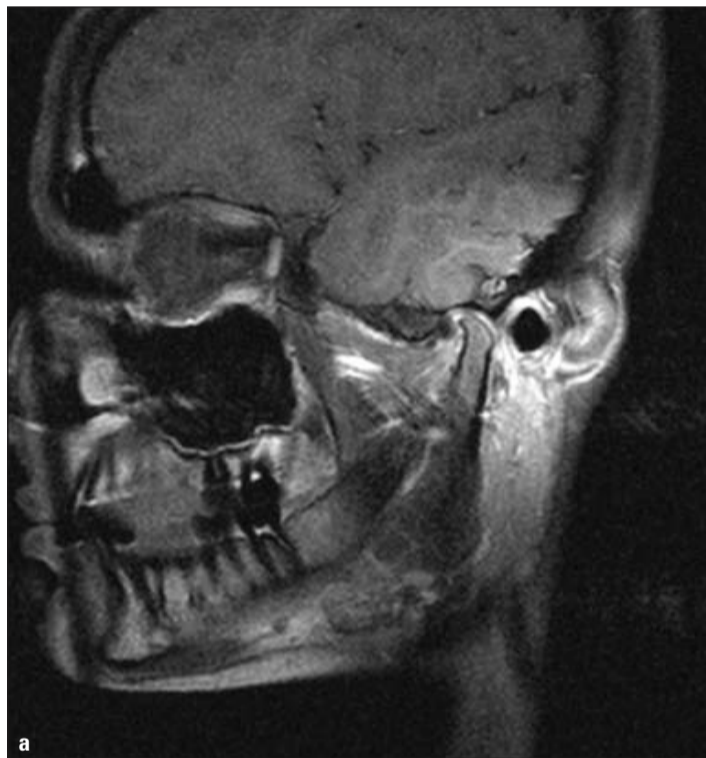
MRT vor Behandlungsbeginn, Schlussbiss, sagittal rechts (a) und links (b). Osteophytenbildung (ungünstiges Remodelling) links mehr als rechts.
